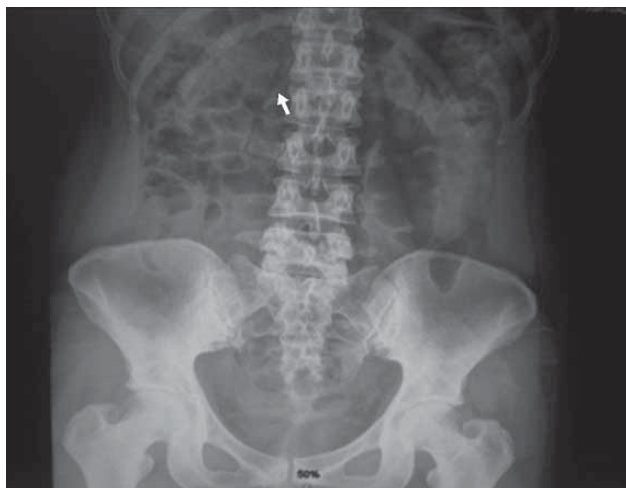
Radiografía simple prequirúrgica del abdomen.
